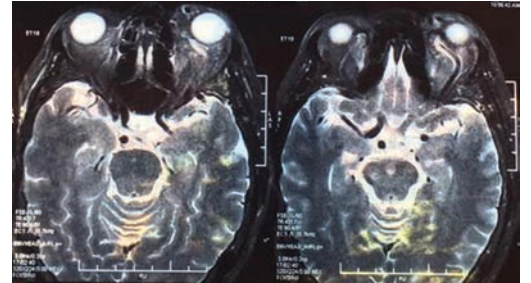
Resonancia magnética de órbitas y cerebro
